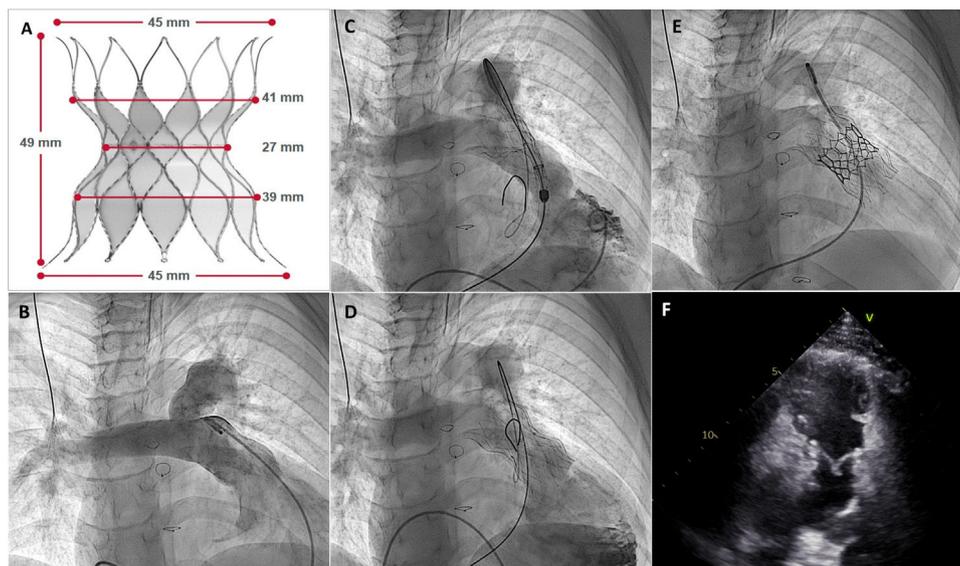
A: dispositivo Alterra. B: angiografía pulmonar inicial. C: Alterra parcialmente desplegado. D: Alterra, liberación completa. E: Alterra con válvula Edwards SAPIEN 3. F: ecocardiografía bidimensional; eje paraesternal corto que muestra la válvula percutánea dentro del Alterra.
